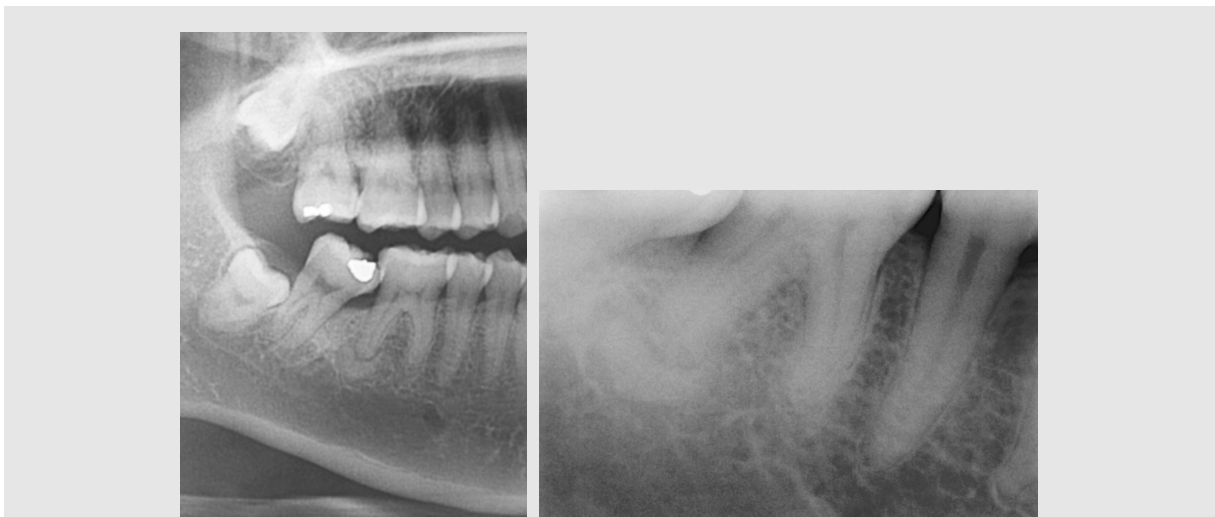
성숙기의 치근단골형성이상. 하악우측 제1대구치 원심치근단 하방에 경계가 명확한 방사선불투과상이 관찰되며, 치근단방사선사진에서 그 주위로 얇은 방사선투과성 띠도 희미하게 보임.
